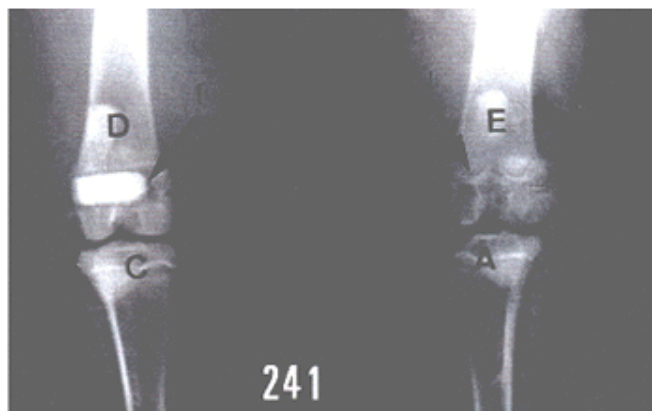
Radiografia em posicionamento crânio-caudal (coelho nº 241 - Grupo II) mostrando os defeitos ósseos preenchidos com hidroxiapatita porosa de coral (C) no fêmur direito (D) e enxerto ósseo autógeno (A) no fêmur esquerdo (E). Observa-se a interface (I) evidente nas radiografias em pós-operatório imediato.
